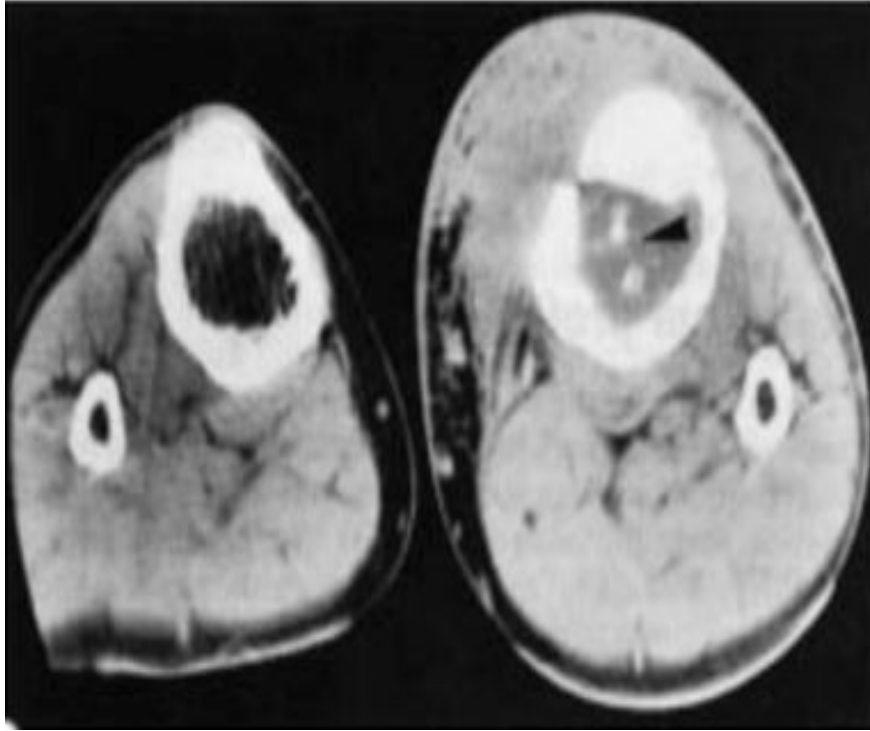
Ostéomyélite chronique. Cliché TDM montrant un Trajet fistuleux faisant communiquer la cavité médullaire, de densité élevée, avec les parties molles hypodenses. Présence de séquestres intramédullaires.
